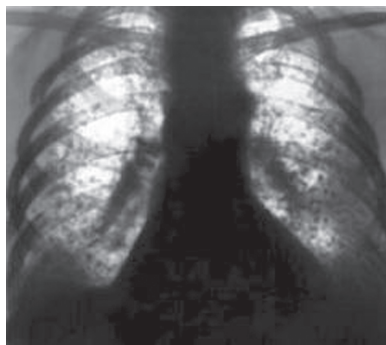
Рентгенограмма при пневмосклерозе легкого
